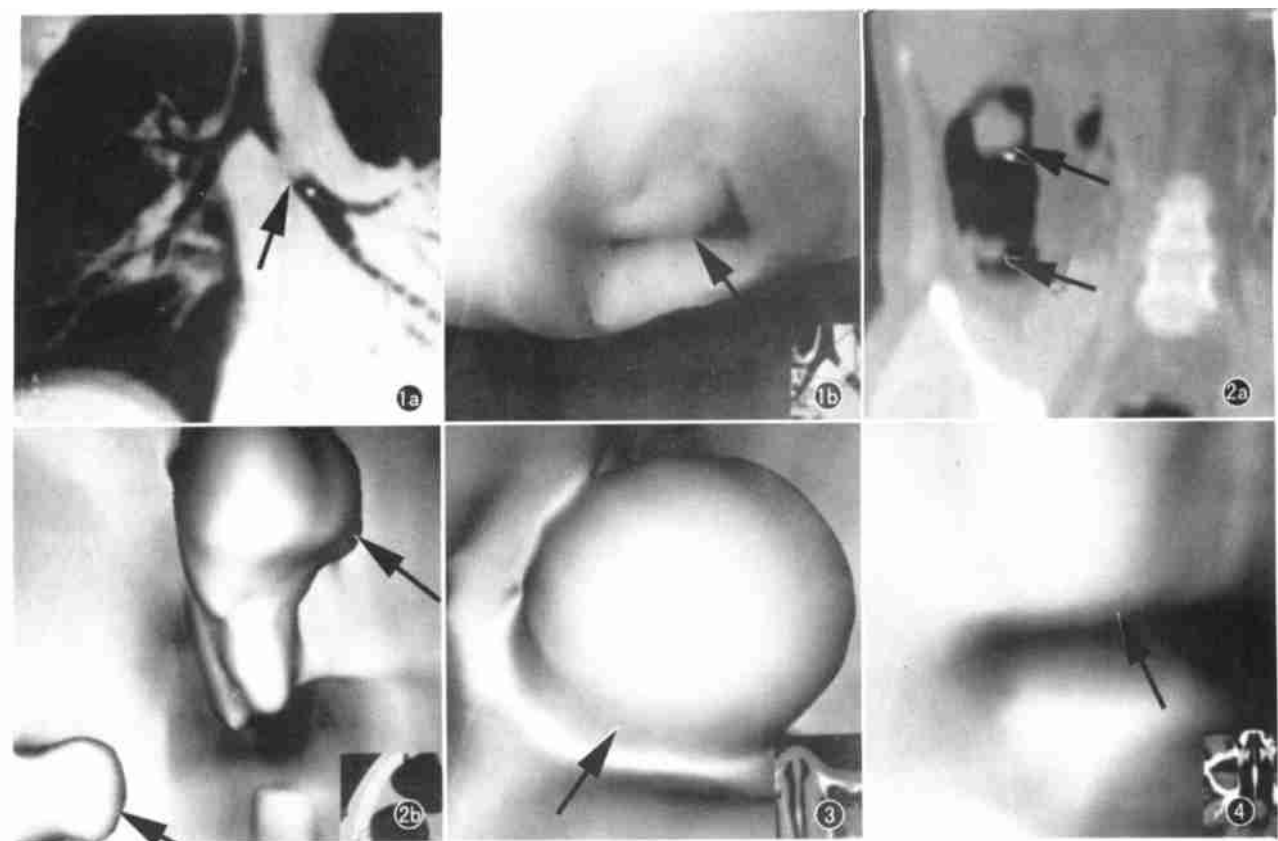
a) 左侧主支气管异物(箭),手术结果为西瓜籽,CT 值- 45HU,观察阈值- 540HU; b) CTVE 可清楚显示气管堵塞情况(箭)。
